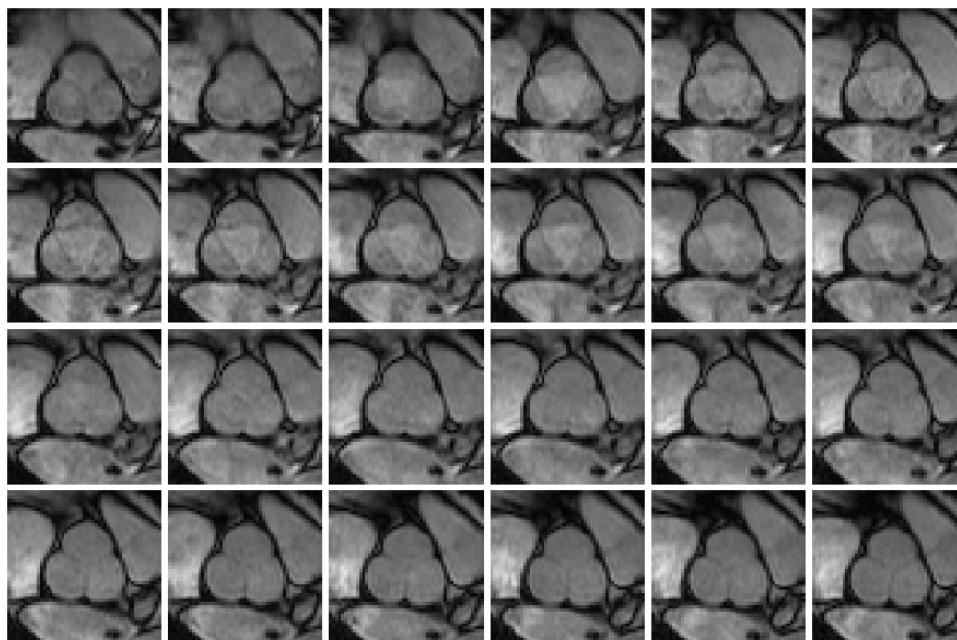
Exemple sur un examen complet des régions d'intérêt issues d'une localisation manuelle. Il s'agit d'un examen ciné-IRM simple coupe dont la lecture temporelle se fait en ligne puis en colonne dans le sens de lecture occidental.
